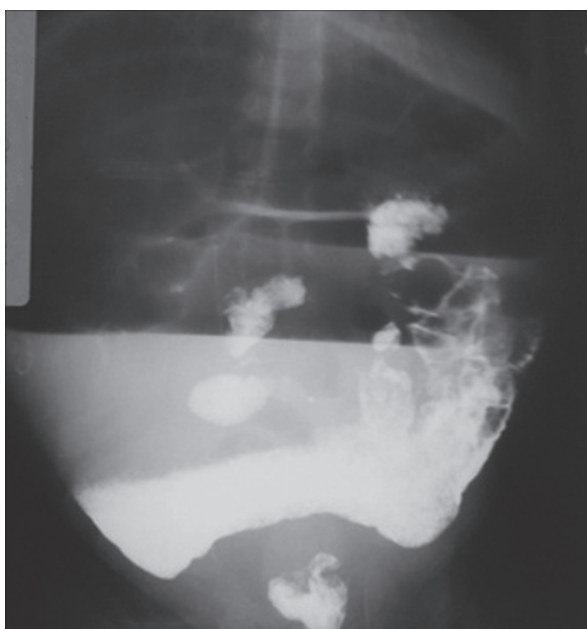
Обзорная рентгенограмма органов брюшной полости через 24 часа после проведения пассажа бария у ребенка с атрезией тонкой кишки, оперированного с наложением прямого анастомоза.
